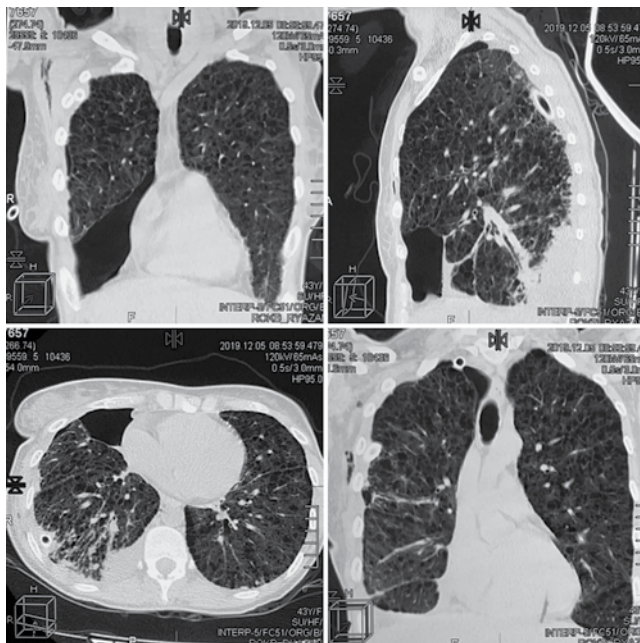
Селективные фронтальный, сагиттальный и аксиальный КТ-срезы в режиме легочного окна пациентки Н. демонстрируют выраженные патологические изменения в легких, характерные для ЛАМ (тонкостенные воздушные полости, фиброзные тяжи, участки пневмоторакса, умеренный плевральный выпот). Определяются тени дренажных трубок, подкожная эмфизема справа
